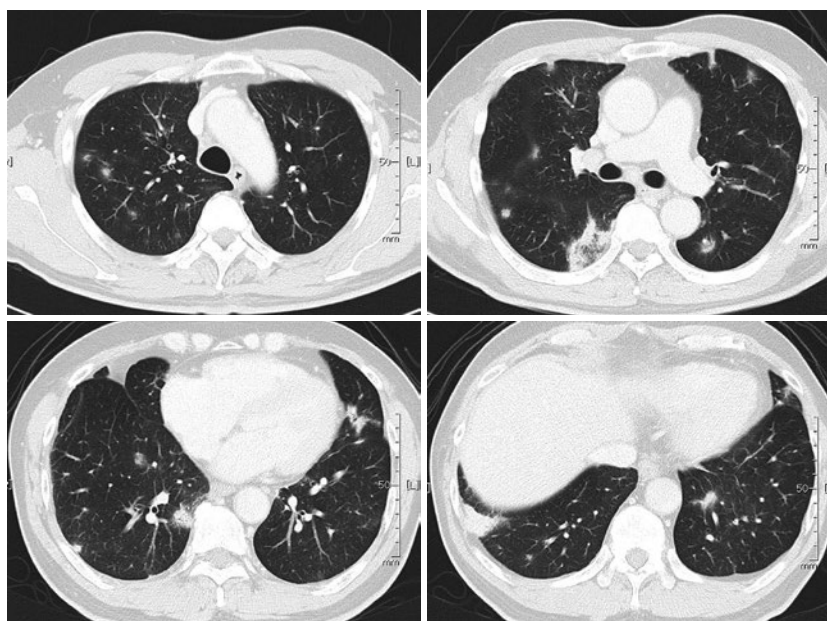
胸部CT所見（肺野条件）. 2013年6月，入院時．両肺野に多発する不整結節影と斑状浸潤影を認めた．不整結節影は小葉中心性の分布を呈していた．
